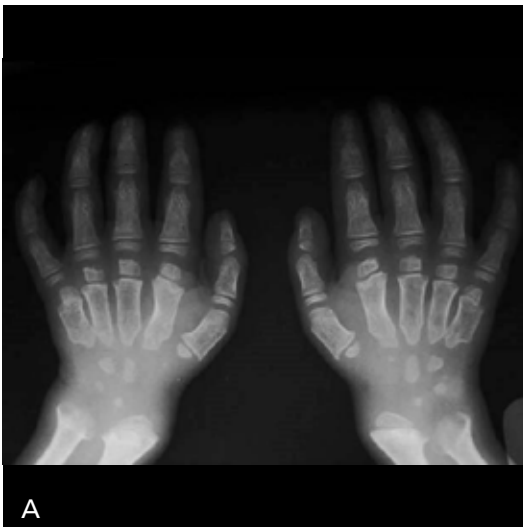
Turner sendromu tanılı olguda, her iki el grafisinde, sağda bir ve solda iki metakarpda asimetrik kısalık mevcut.
